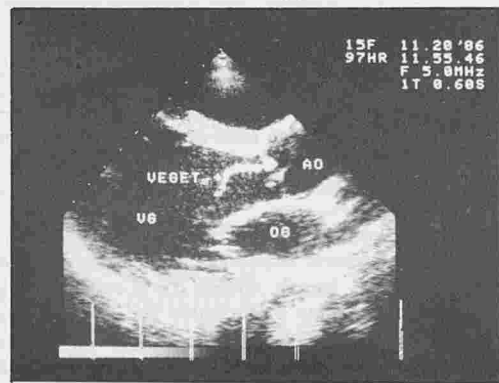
Coupe longitudinale parasternale végétation aortique filiforme avec déchirure sigmoïdienne.
